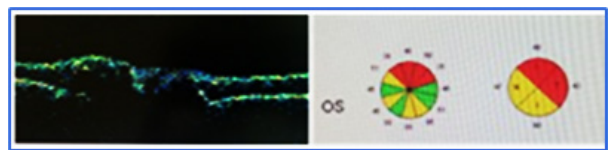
Alteraciones en la tomografía OI
